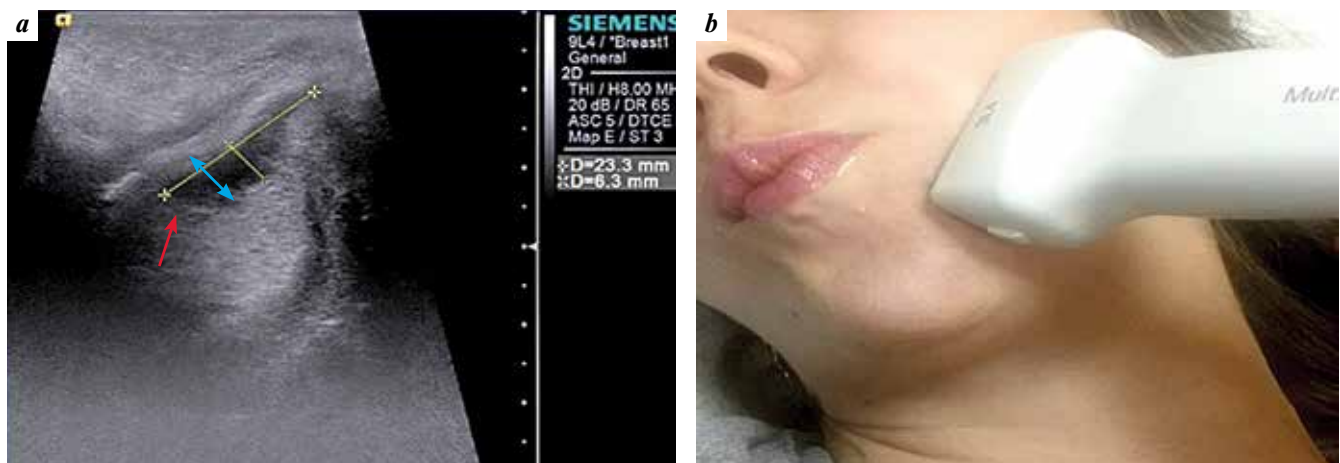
Transbuccal ultrasound (US): a – US-tomogram of the tongue lateral surface, moderately differentiated squamous cell carcinoma of the lateral surface of the tongue (indicated by a red arrow), tumor thickness is 6.3 mm (indicated by a blue arrow), T2 (TNM); b – scanning with linear probe (frequency range 4–9 MHz)
